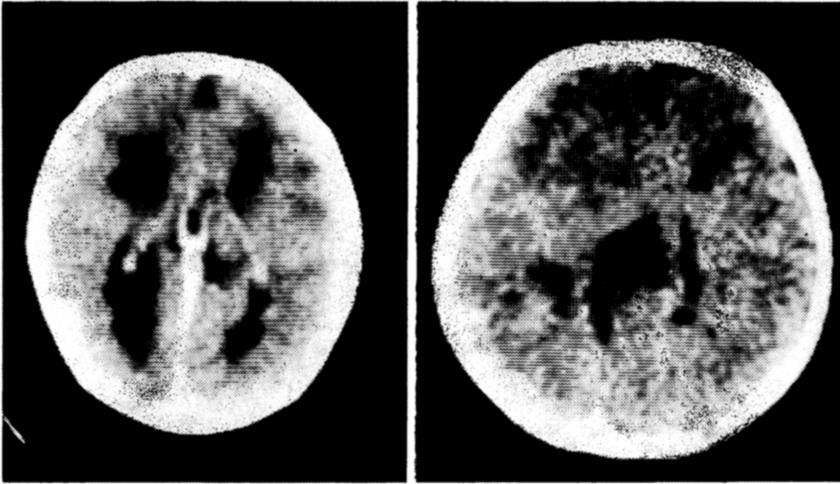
TC. À esquerda, caso 1: dilatação assimétrica dos ventrículos laterais, deslocamento pósterio-superior do terceiro ventrículo; a irregularidade das paredes laterais dos ventrículos sugere heterotopias da substância cinzenta. À direita, caso 2: extensa alteração da anatomia do sistema ventricular supratentorial.
